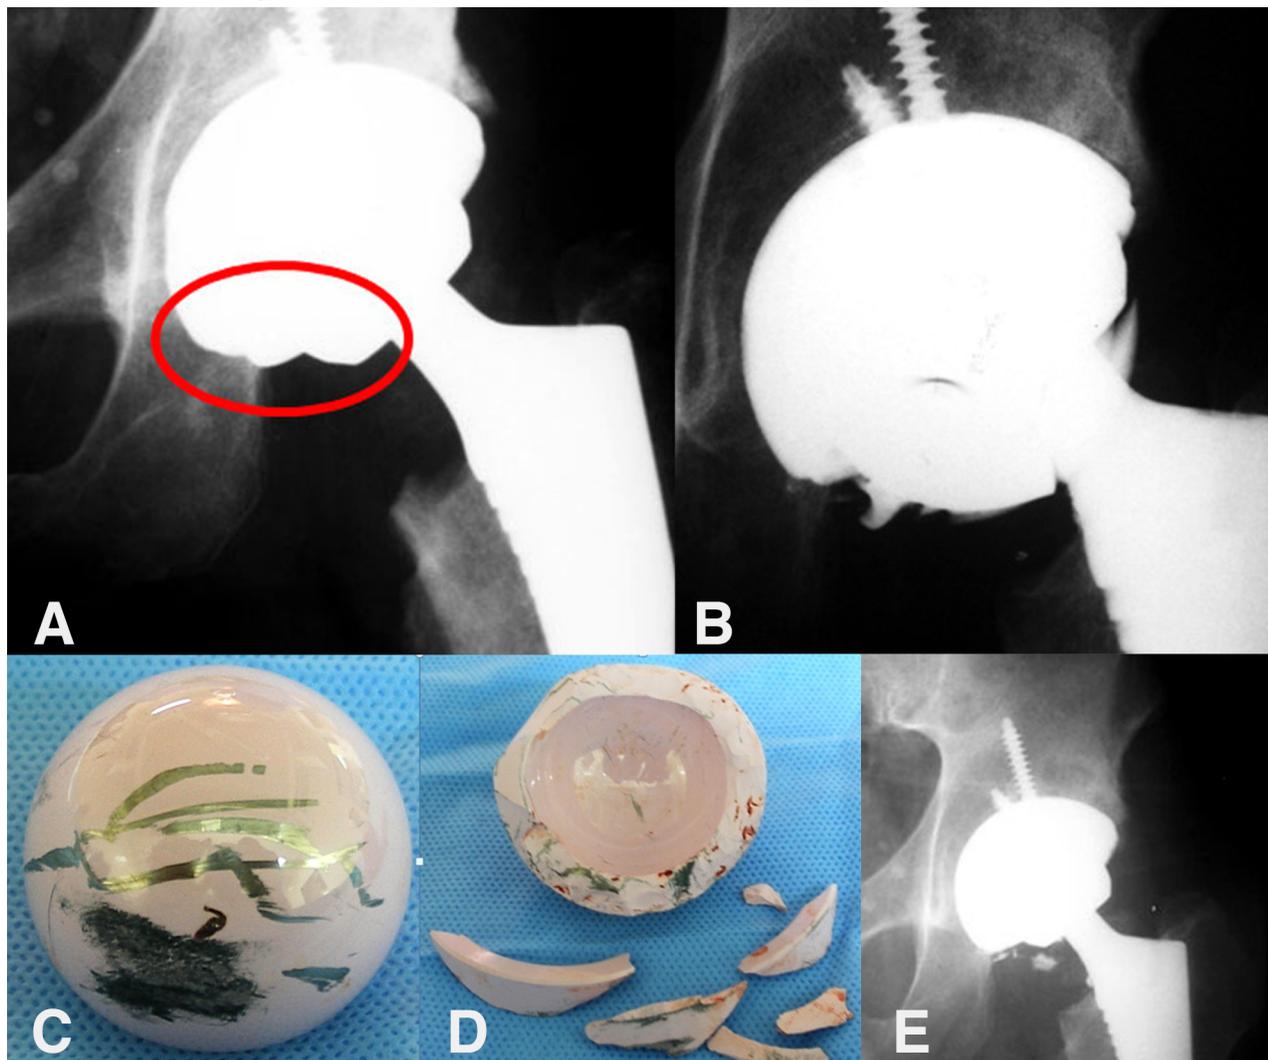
A) Radiografía postoperatoria inmediata, nótese el mal asentamiento del inserto de cerámica (círculo). B) Radiografía donde se evidencia la ruptura del inserto. C y D) Las condiciones de la cabeza femoral y el inserto, E) Radiografía postoperatoria a los 30 meses de seguimiento.
